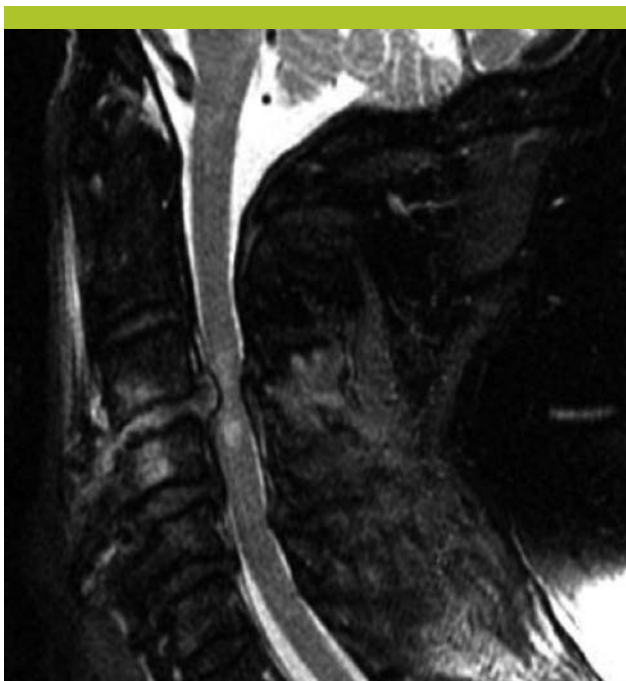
IRM de la colonne cervicale chez un patient présentant un choc neurogénique
